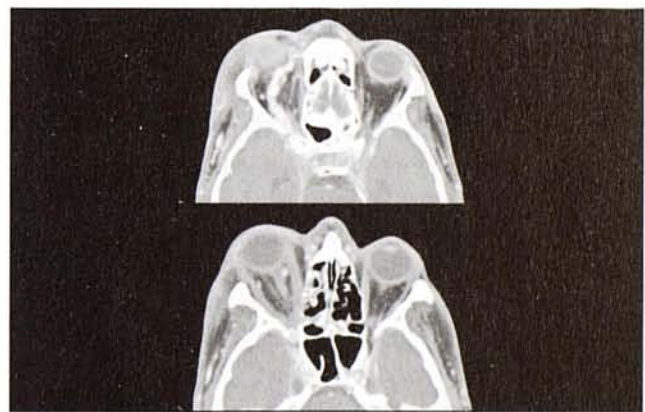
TC con contraste iv. En la órbita derecha se observa ingurgitación de la vena oftálmica superior (a) y engrosamiento de la musculatura extraocular (b)
